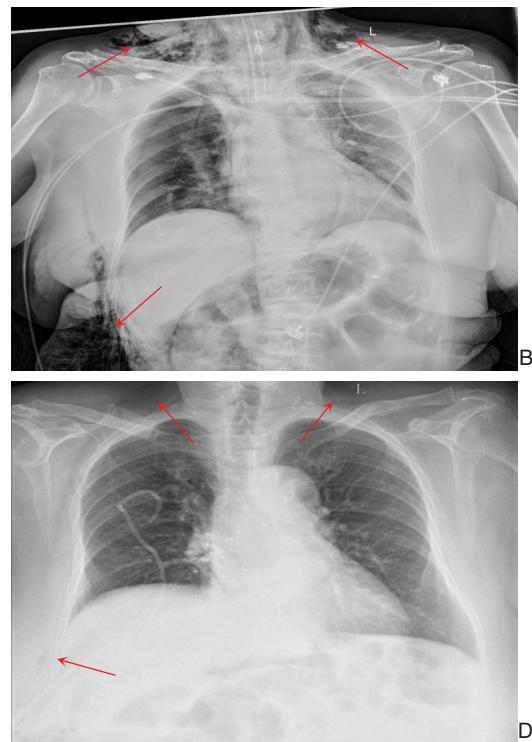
患者肠镜及影像学检查结果 A: 肠镜检查见升结肠一息肉样隆起, 大小约2.5 cm×1.5 cm, 表面乳头状; B: 术后2 h胸部X线: 右侧气胸伴少量纵膈气肿, 两侧颈部、右侧腹壁皮下气肿(红色箭头); C: 胸部平扫CT示皮下气肿和右侧液-气胸并右肺下叶肺不张(红色箭头); D: 术后第6天复查胸部X线, 原积气部位(红色箭头)气体消失
